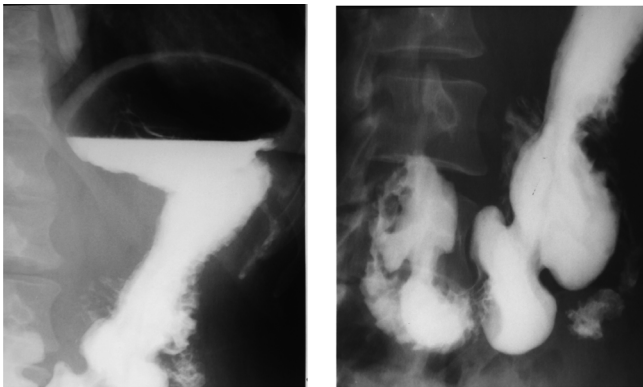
Желудок и луковица ДПК при рентгенологическом исследовании
